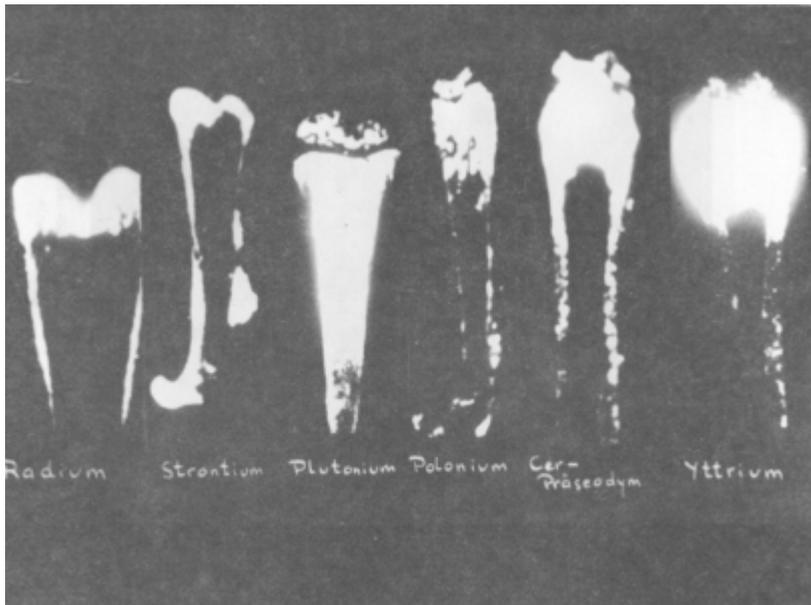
Die Analyse möglicher Strahlenschäden durch Inkorporierung radioaktiver Spaltprodukte ist äußerst schwierig. Im Tierexperiment kann das Problem nur durch Anwendung komplexer Computermodelle einigermaßen befriedigend analysiert werden. Hierbei müssen Nuklearmediziner und Biologen sowie Chemiker, physikalische Chemiker, (Kern-)Physiker und Informatiker zusammenarbeiten. Ergebnisse hieraus schaffen die Basis für die Beurteilung des Ausmaßes der Inkorporierung radioaktiver Spaltprodukte bei nuklearen Unfällen und Katastrophen. Die Abb. zeigt, z.B. wie unterschiedlich die Verteilungsmuster verschiedener als Knochen-affine Radionuklide eingestufte Spaltprodukte und Plutonium sind (Makroautoradiographien).
